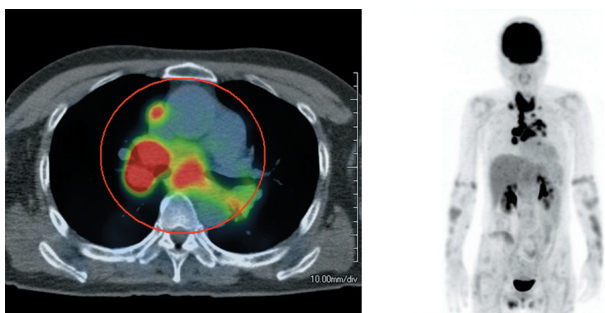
FDG-PET-CT所見。縦隔，両側肺門のリンパ節に SUVmax 24.4までの強い集積亢進を認めた。
